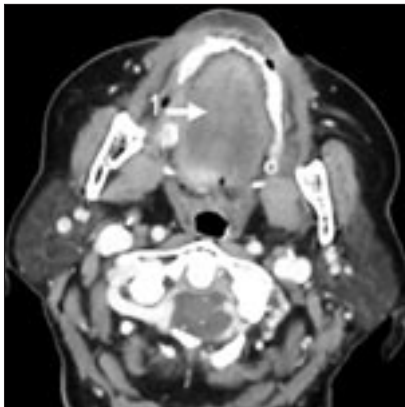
МСКТ ротоглотки, дна полости рта с внутривенным контрастированием: 1 – спинка языка; 2 – срединная борозда; 3 – язычная миндалина; 4 – боковые поверхности языка; 5 – язычок; 6 – нижняя поверхность языка.
